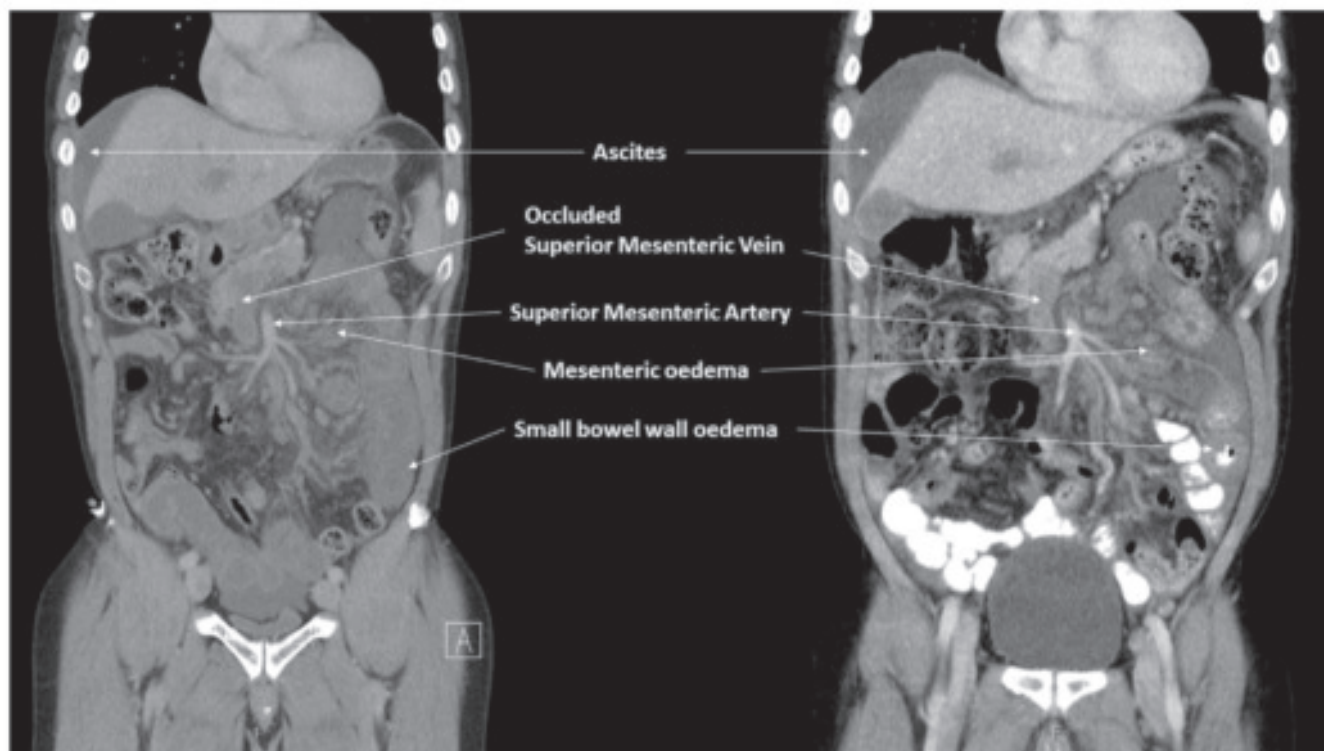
MVT および腸管虚血症例。腹部 CTA で上腸間膜静脈、脾静脈、肝内および肝外門脈の広範囲に及ぶ血栓を認める (左図)。血管内治療にて部分的再疎通 (肝外門脈および上腸間膜静脈の分枝の一部) が得られた (右図)。
